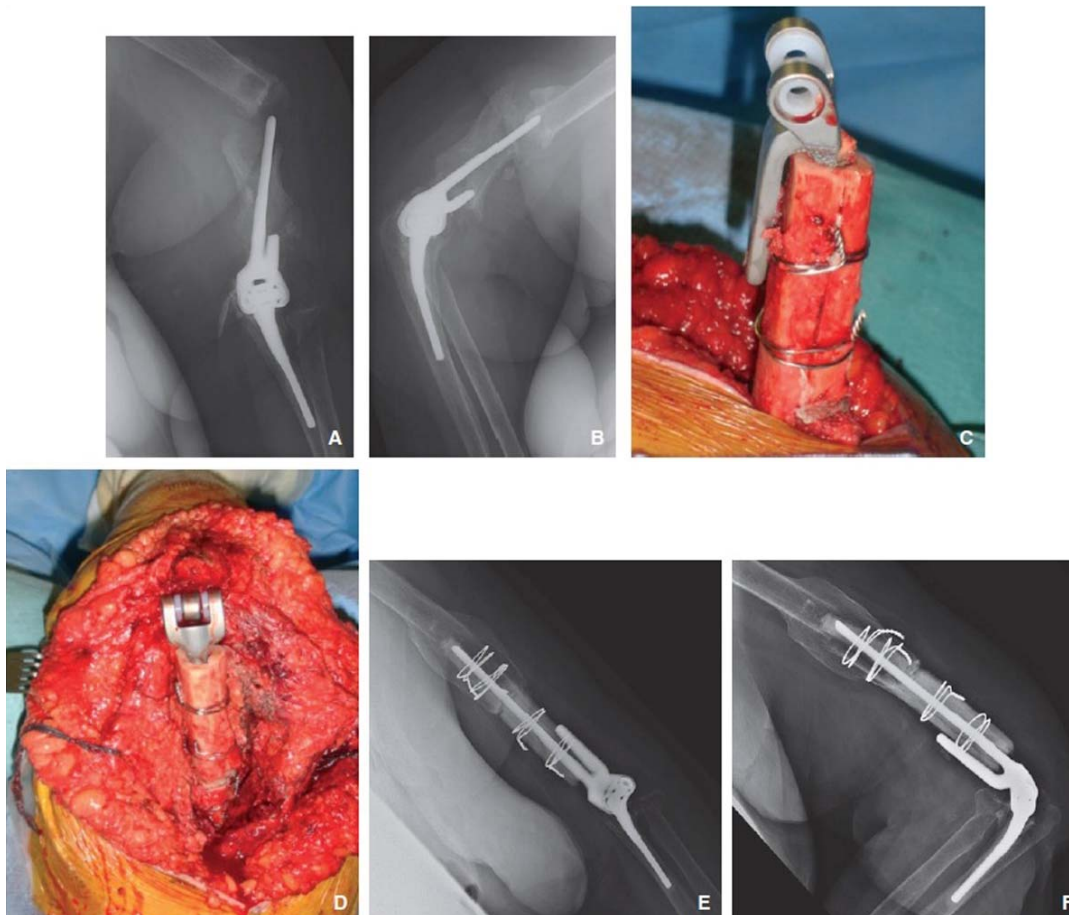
Fracture péri-prothétique avec perte de substance osseuse majeure (A, B) ; une allogreffe humérale dans laquelle est positionnée la prothèse est fixée sur l'os natif par des cerclages puis scellée (C) ; la prothèse humérale est ensuite réduite et articulée avec l'implant ulnaire (D) avec le résultat radiographique à 5 ans (E, F).
